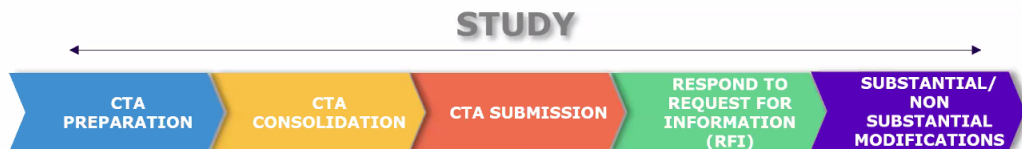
Processo di sottomissione del CTA con l'EU CTR 536/2014
